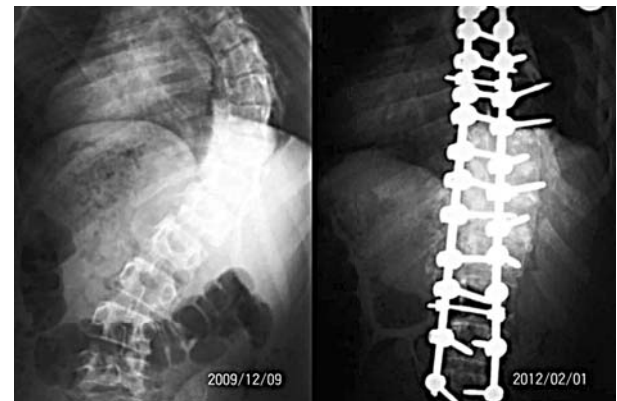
Aspect clinic și roentgenograma bolnavei S., 13 ani, după intervenția chirurgicală.
